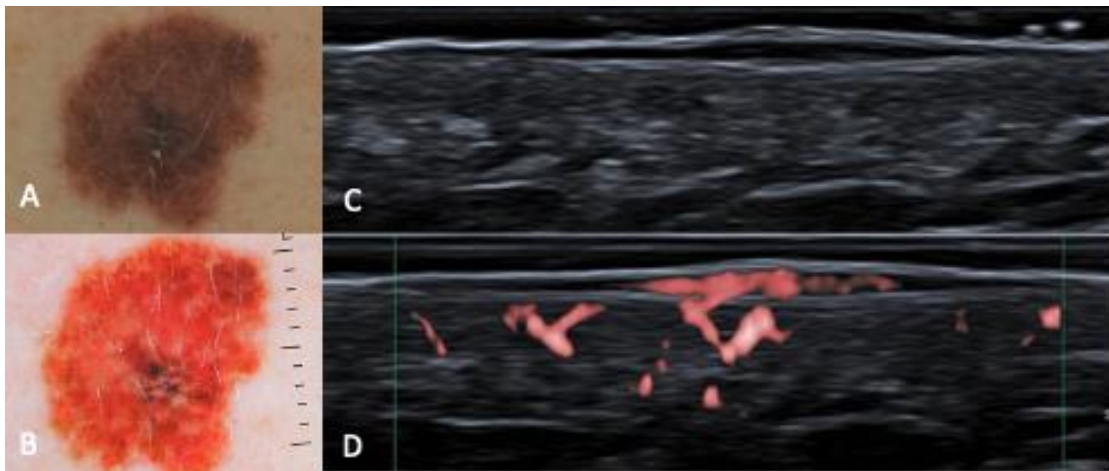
Melanoma *in situ*. A. imagem clínica, B. dermatoscopia C. ultrassonografia no modo B evidenciando lesão em placa subepidérmica, hipocogênica e homogênea e D. intensa vascularização ao Doppler .
